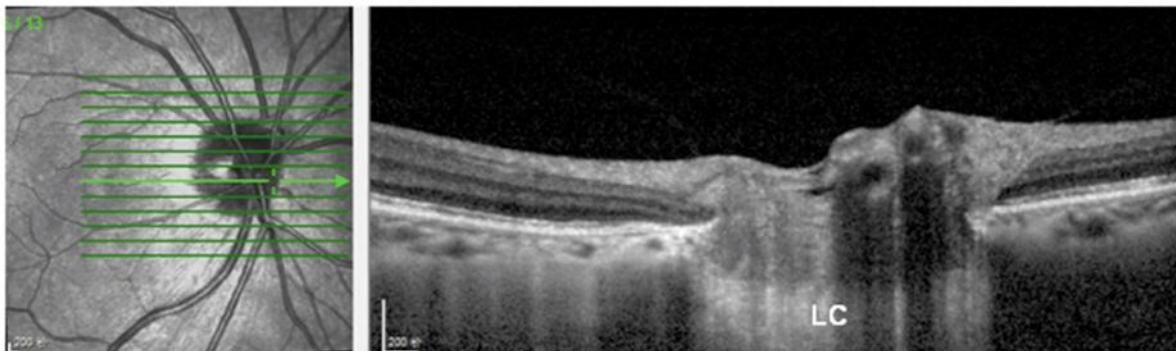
Image en tomographie par cohérence optique de la papille et de la lame criblée (LC) chez un sujet normal. (Collection Y. Wang, Beijing Institute of Ophthalmology, Pékin, Chine.)
